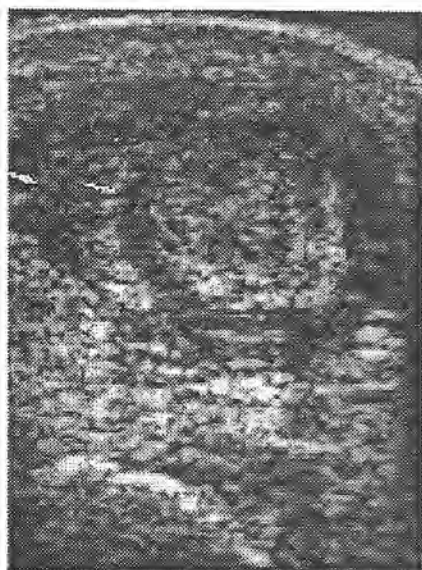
Querschnitt durch das distale Sehnendrittel. 28jähriger Fußballspieler mit Achillo-dynie und nachfolgender lokaler Instillation eines Kortisonpräparates. Im präachillären Fettkörper finden sich ausgedehnte echofreie Kolliquationen (Punktmarkierungen) als Hinweis auf eine Kortisonnekrose. Das Sehnen- und Sehnenansatzgewebe (Pfeile) ist sonographisch unauffällig.
